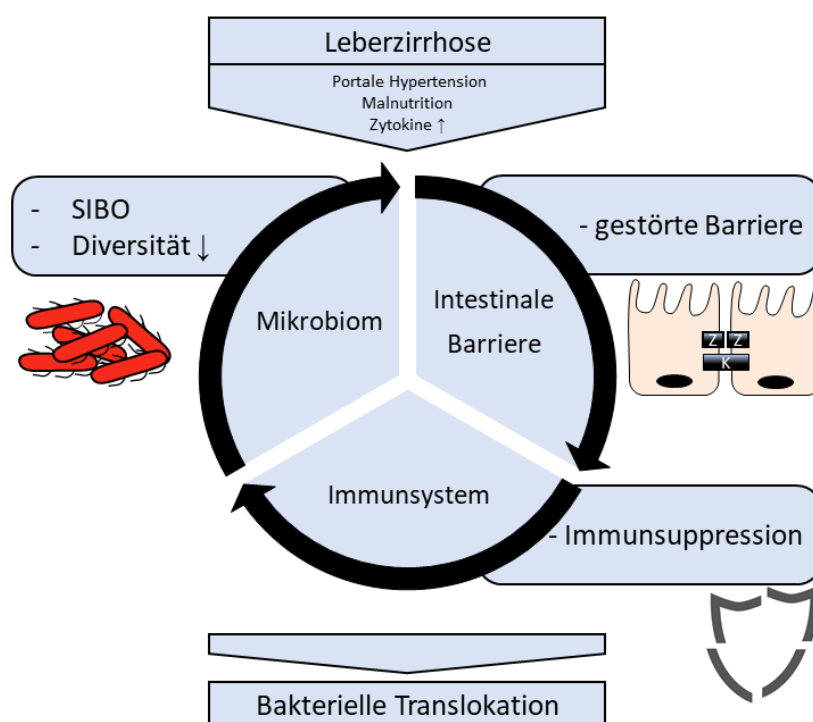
Modell der bakteriellen Translokation. Die portale Hypertension und die vermehrte Bildung von Zytokinen (IL-6, IFN- γ , TNF) im Rahmen der Leberzirrhose führen zu vielfältigen Veränderungen im Körper: Es kommt zu einer bakteriellen Überwucherung im Dünndarm mit abnehmender Diversität und einer gestörten epithelialen Barriere. Des Weiteren ist eine systemische Immunsuppression zu beobachten. Diese Veränderungen und deren Wechselwirkung untereinander begünstigen die BT (modifiziert nach Wiest et al. 2014).
